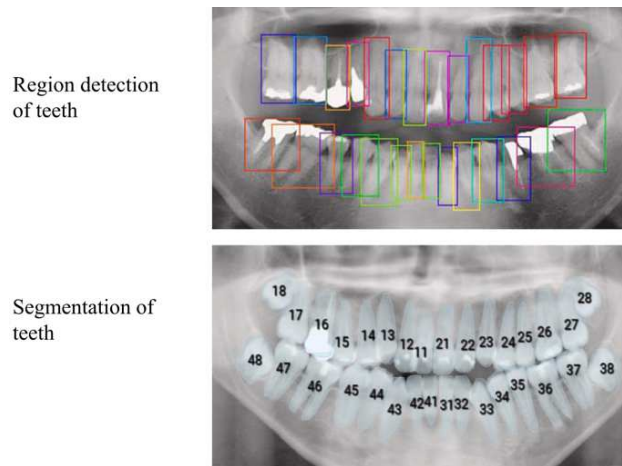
Detecção automática de regiões e segmentação de dentes na radiografia panorâmica, adaptado de (Katsumata, 2023).
